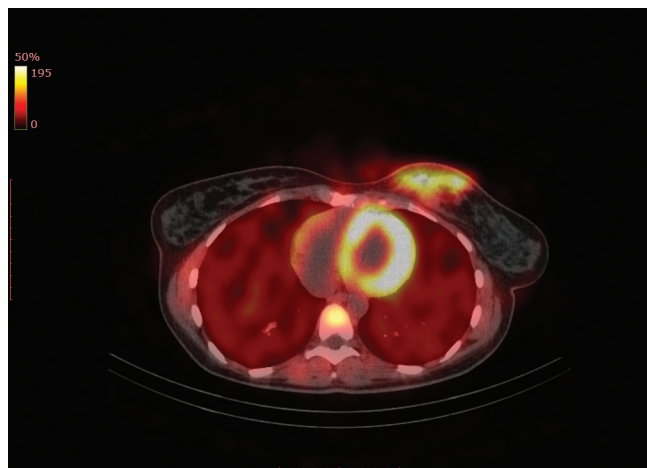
ОФЭКТ/КТ. Во внутренних квадрантах левой МЖ визуализируется выраженная гиперфиксация РФП деформированными извитыми протоками без формирования узлового образования, неоднородной структуры за счёт участков пониженной плотности на площади $60 \times 40 \times 45$ мм, очаг/фон от 2,5 до 4,6
